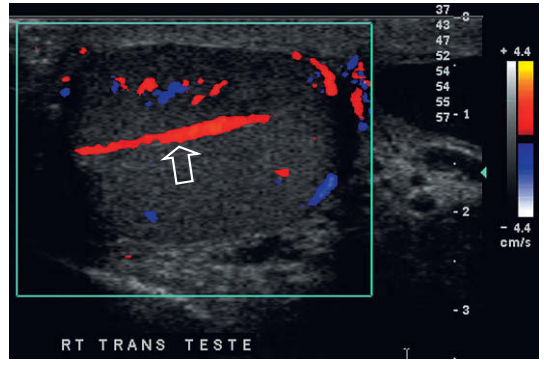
Imagen longitudinal de Doppler de un testículo. Puede observarse una arteria transtesticular (flecha) transcurriendo de forma oblicua a través del testículo a lo largo del mediastino. Es una rama de la arteria testicular, pero se ve en menos de la mitad de los casos normales.
